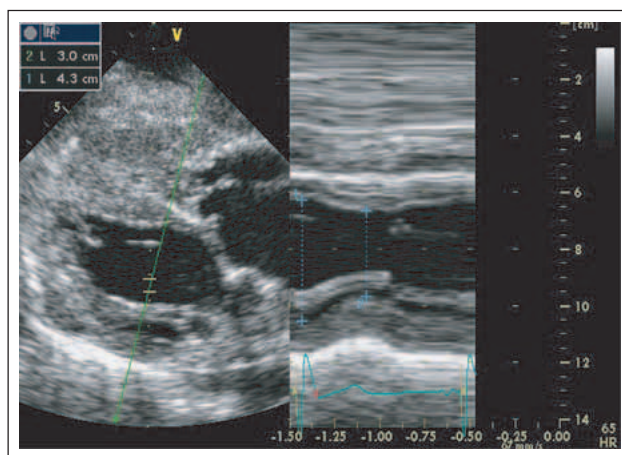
Linksparasternaler Längsschnitt (2D) und M-Mode
